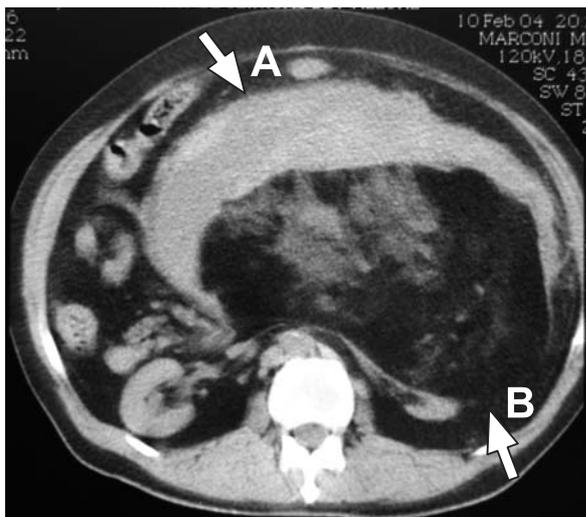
TC de abdômen mostrando grande lesão expansiva no hemiabdomen esquerdo predominantemente gordurosa (seta A) com hematoma na sua face anterior e medial (seta B)
